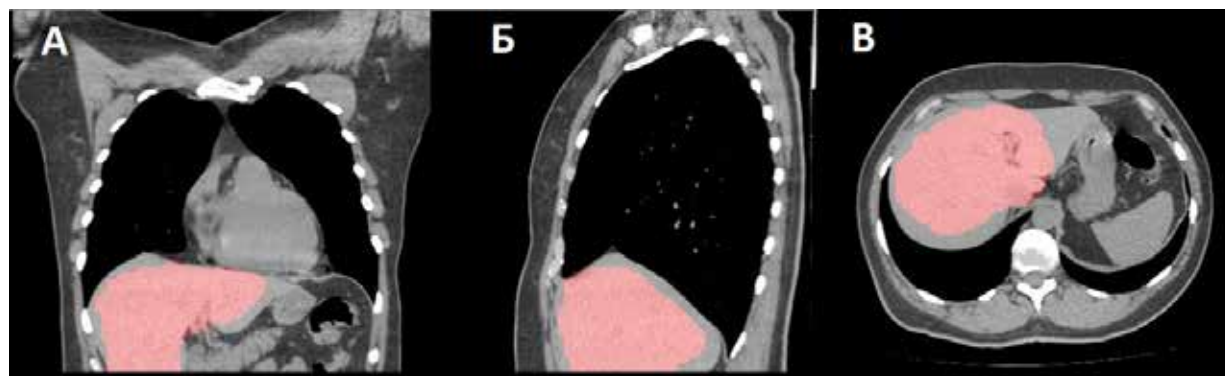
Нативная КТ ОГК. А – коронарный срез; Б – сагиттальный срез; В – Аксиальный срез. Пример сегментации печени.
